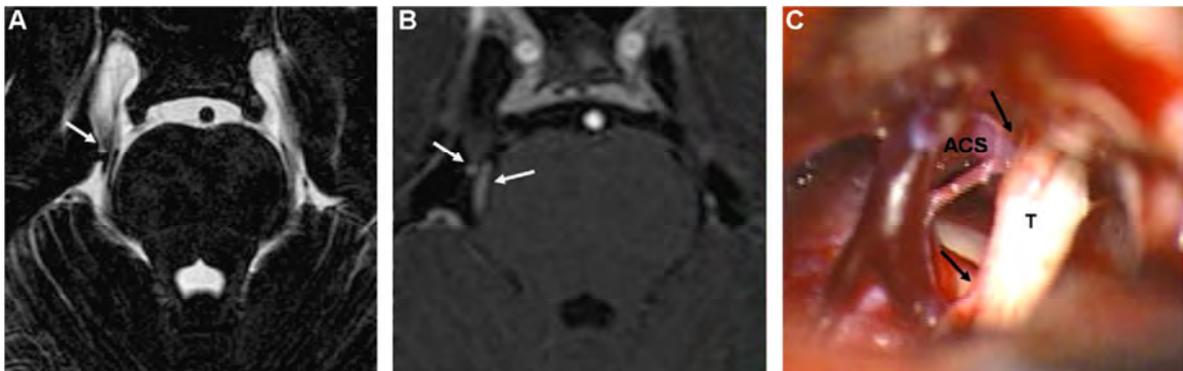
Etude des images produites avec l'IRM-3D-T2 haute résolution (A) et l'ARM-TOF-3D (B) et comparaison avec les relevés effectués durant la chirurgie (C) montrant une compression du nerf (T) par l'artère cérébelleuse supérieure (ACS). Les flèches indiquent la localisation de la CVN [41].
